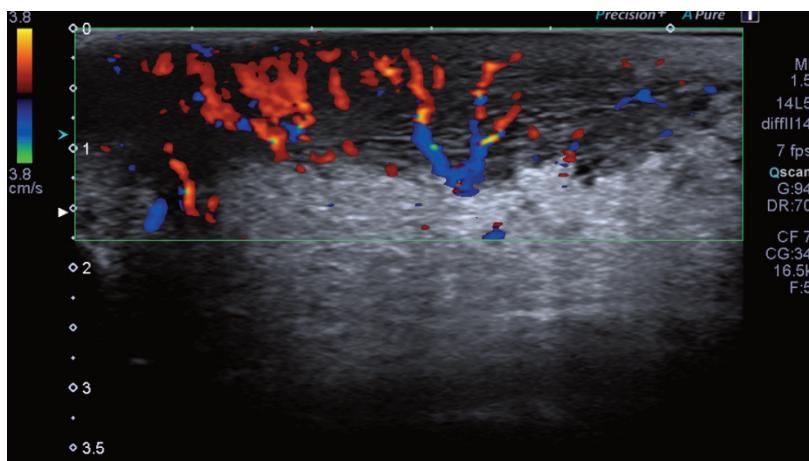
Segno della fontana all’ecocolordoppler.
